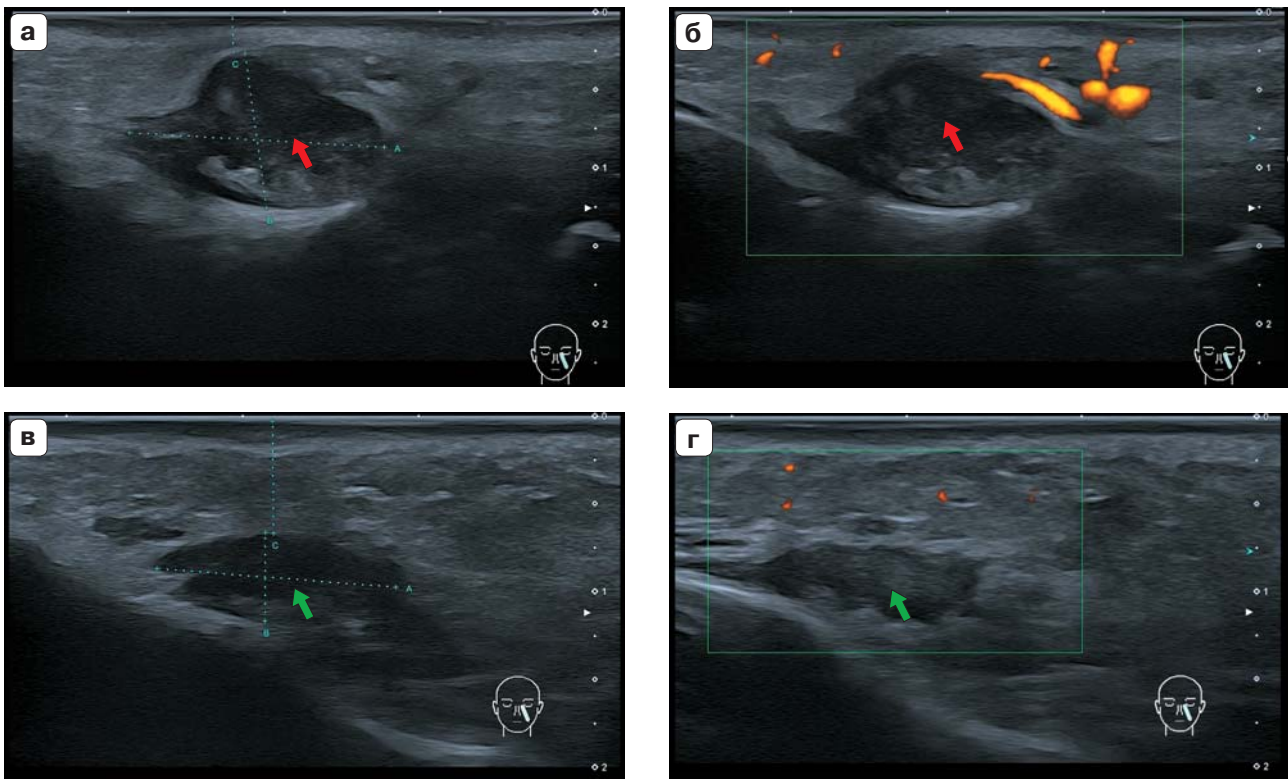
УЗИ мягких тканей лица левой носогубной области в В-режиме (а, в), в режиме ЭДК (б, г) на разных этапах лечения (а, б – до лечения, в, г – после лечения). а – на глубине от 2,3 мм от поверхности кожи до костных структур верхней челюсти определяется зона пониженной эхогенности с четкими неровными контурами, неоднородной эхоструктуры за счет наличия эхогенных включений (по эхопризнакам нельзя исключить наличие воспалительного инфильтрата с гнойным отделяемым в проекции филлера на основе гиалуроновой кислоты); б – в режиме ЭДК отмечается усиление васкуляризации мягких тканей; в – при динамическом наблюдении отмечается уменьшение размеров зоны, которая соответствует филлеру на основе гиалуроновой кислоты; г – при динамическом наблюдении в режиме ЭДК отмечается ослабление васкуляризации мягких тканей, лоцируются единичные сосудистые структуры. Красными стрелками отмечены воспалительные изменения мягких тканей (абсцесс) на фоне контурной пластики филлером, зелеными стрелками – филлер на основе гиалуроновой кислоты.
